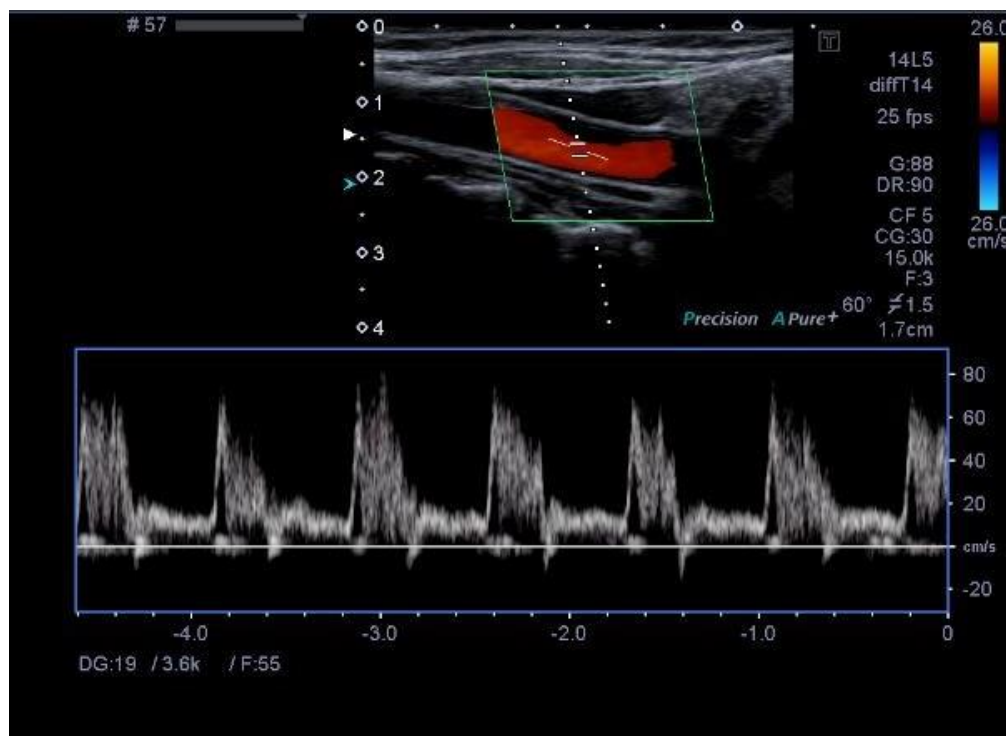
Estudio Doppler pulsado de carótida interna izquierda evidenciándose onda sistólica bifásica y diastólica mantenida por posible estrechamiento aterosclerótico.
